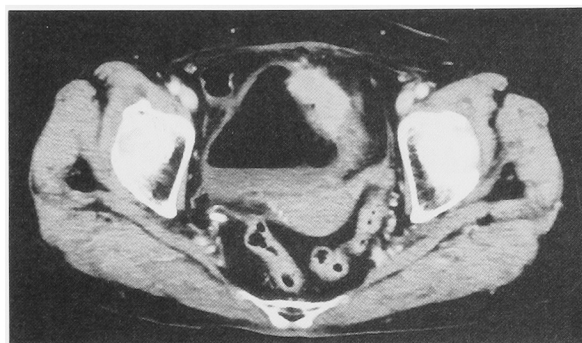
Enhanced CT demonstrated a 4.0×2.5 cm mass on the wall of the urinary bladder. The tumor infiltrated into the extravesical fat.
